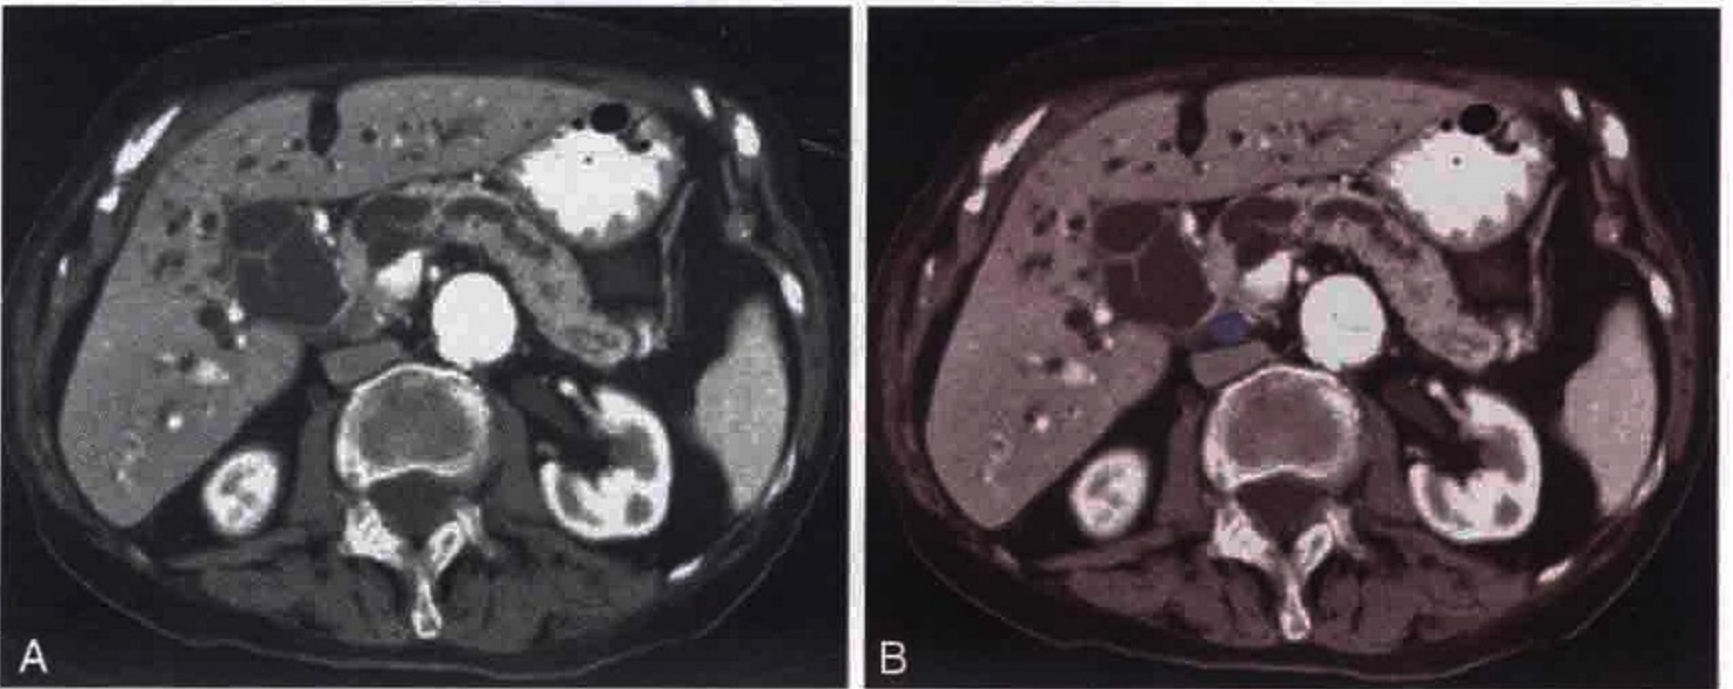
横轴位 CT 扫描显示原发性胰腺癌患者的一枚胰腺后方的转移性淋巴结 (蓝色)
